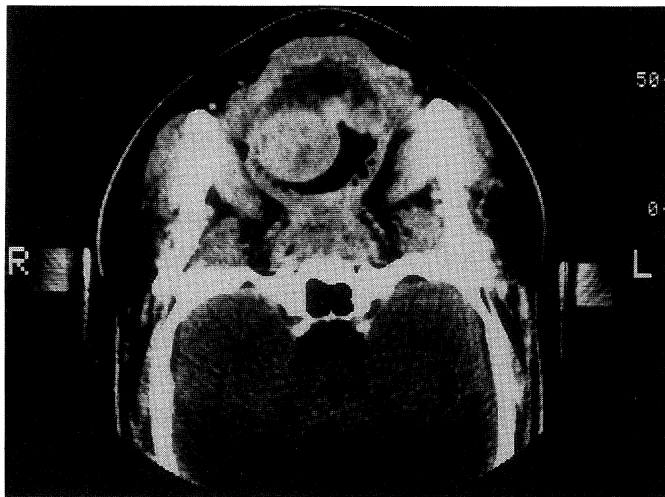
Pharyngeal CT The tumor occurred on the right side of the lingual root and had a round and smooth surface. Invasion into the tongue was not recognized.
